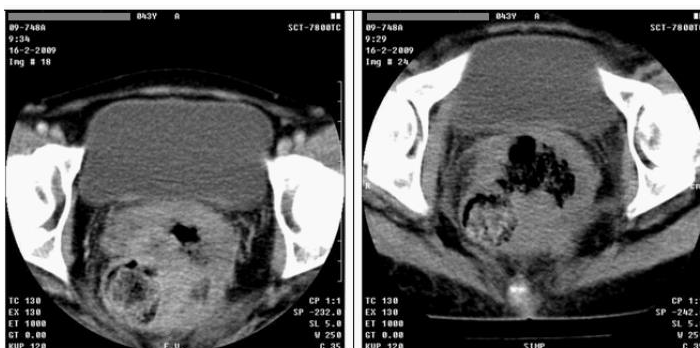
Tomografia Axial Computadorizada (HERNÁNDEZ, 2015)
